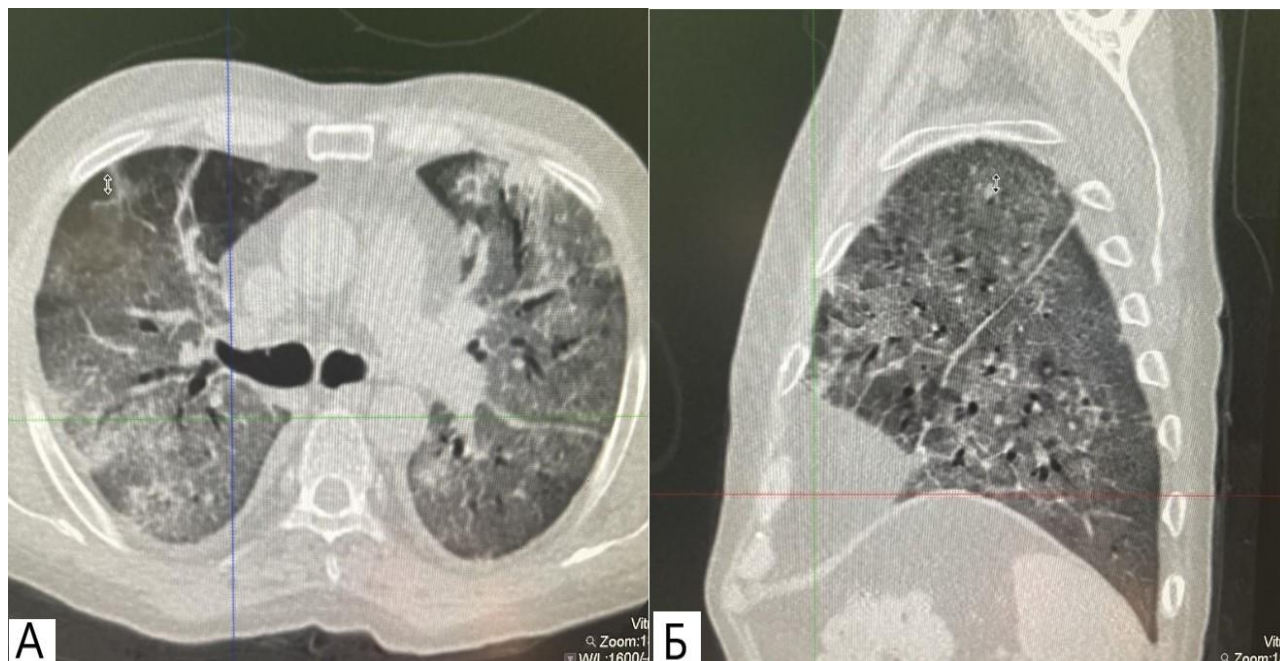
Комп'ютерно-томографічні зрізи органів грудної клітки: А – аксіальна площина, Б – сагітальна площина. Візуалізовано масивні двосторонні ділянки затемнення по типу матового скла з формуванням консолидації. Ознаки двобічної полісегментарної інтерстиційної пневмонії, підтверджені позитивною ПЛР реакцією на виявлення вірусу SARS-CoV-2 (CORADS 6)
